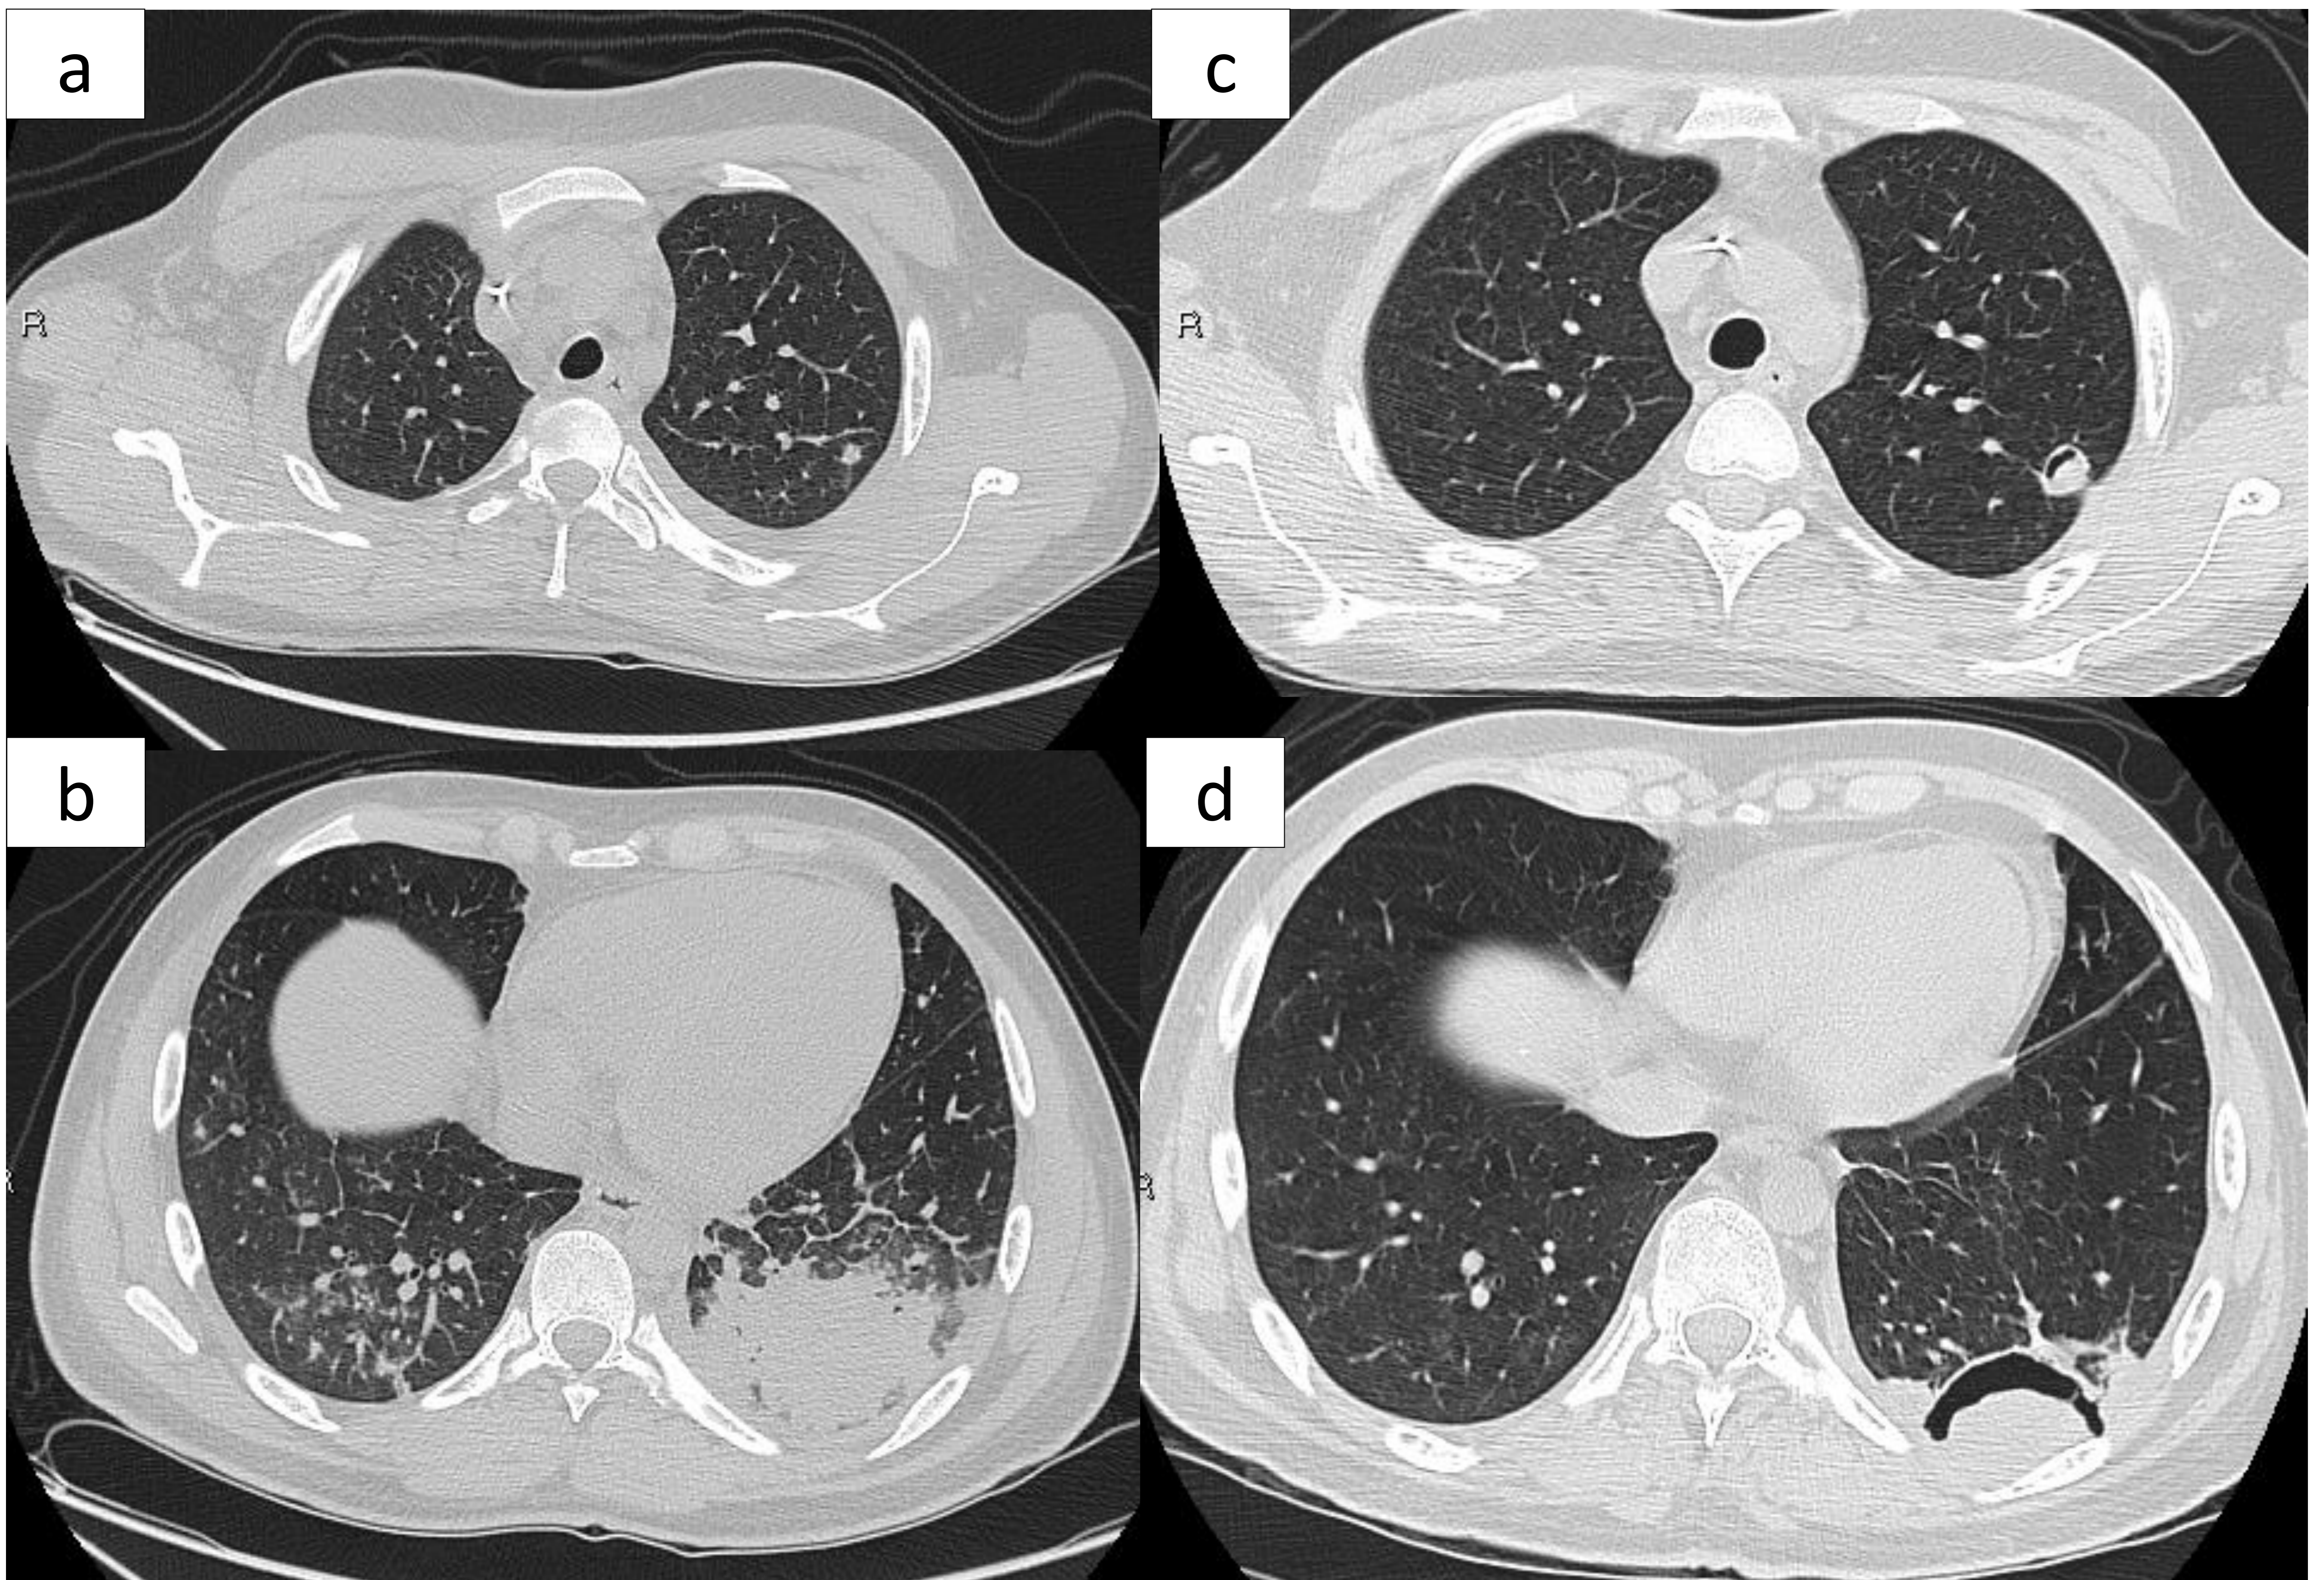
Aspergilosis pulmonar invasiva. (a y b) TC axial donde se identifica un nódulo pulmonar en el segmento apicoposterior del lóbulo superior izquierdo y una condensación alveolar en el lóbulo inferior izquierdo con áreas en “vidrio deslustrado” en su periferia. Nódulos centrolobulillares y áreas en “vidrio deslustrado” en la base pulmonar derecha. (c y b) TC axial con cavitación de las lesiones descritas como signo de buena evolución.
